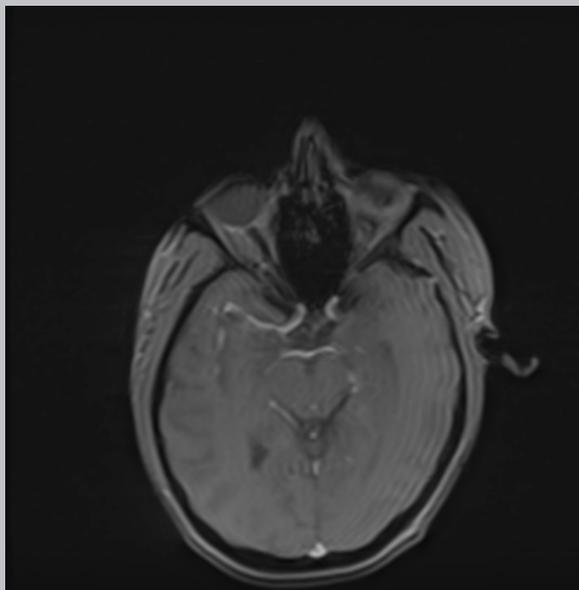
Angioresonancia cerebral
